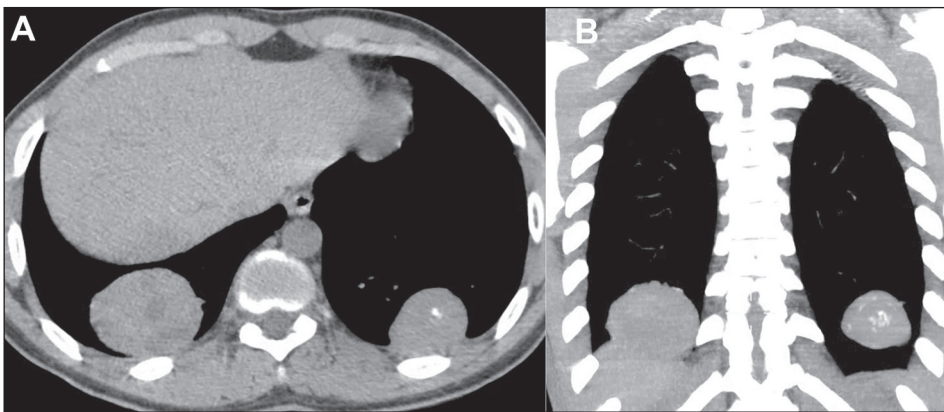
Massas pulmonares. Menino, 16 anos, com osteossarcoma primário na tíbia. TC com cortes axial (A) e coronal (B) com janela para o mediastino mostram massas bilaterais nos lobos inferiores, com focos de calcificação à esquerda.
